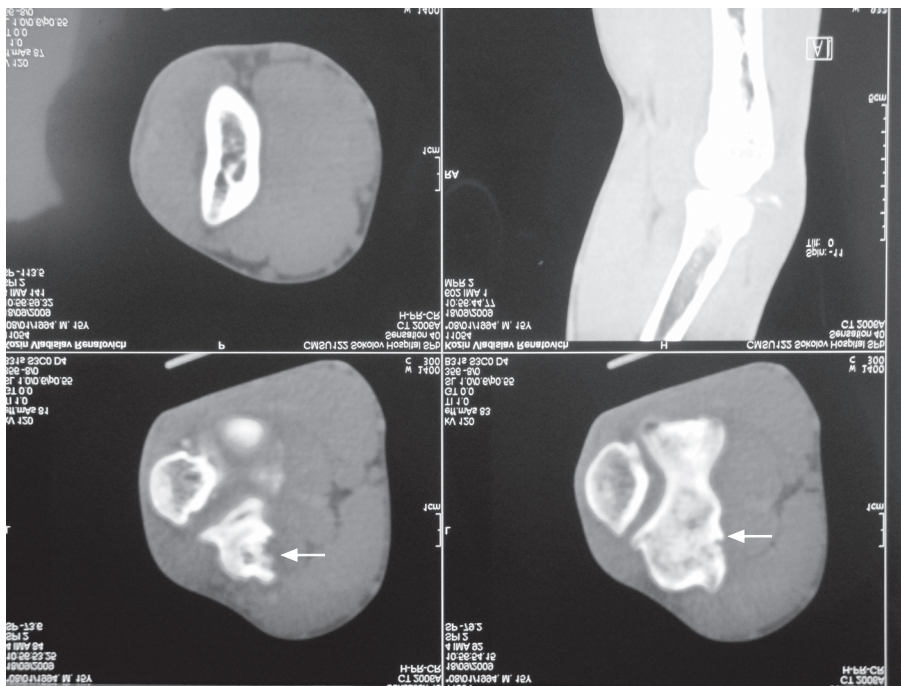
Компьютерные томограммы левого локтевого сустава пациента К. (стрелками указан остеохондральный дефект головки мыщелка плечевой кости)
